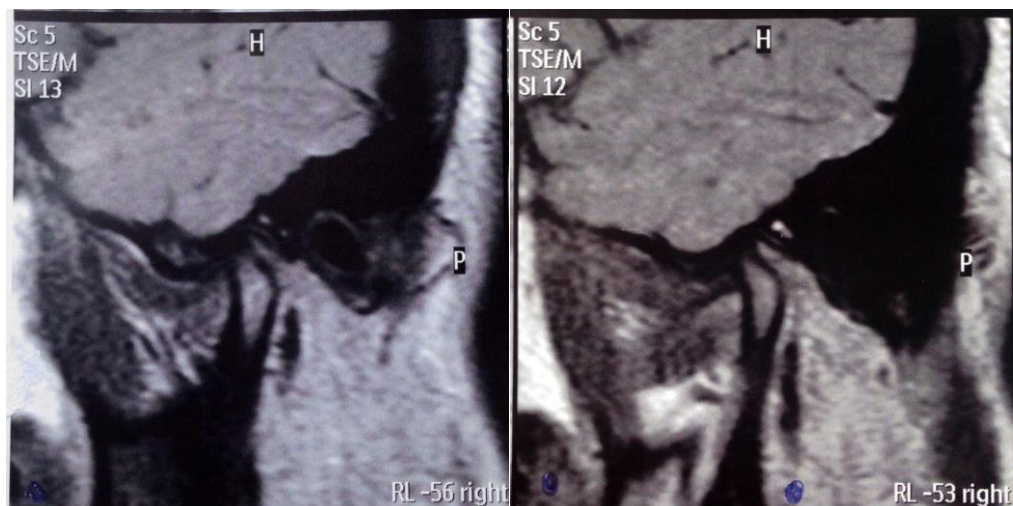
RMN da ATM direita da boca em fechamento limitada pelo bloco personalizada de menor dimensão do voluntário em estudo.
